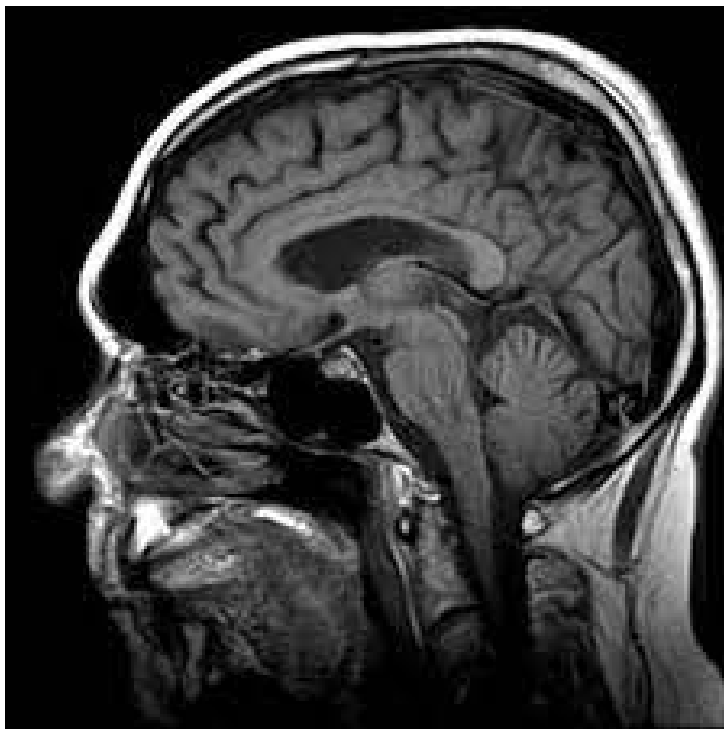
Exemple d'une IRM.
